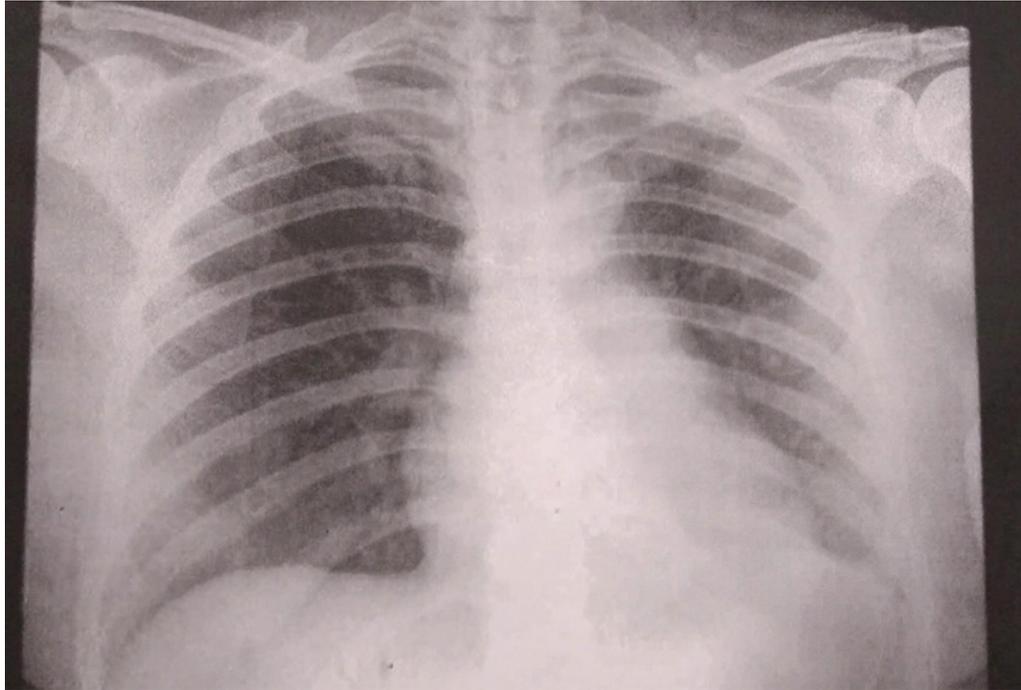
Radiografía de Tórax: Arteria pulmonar prominente, doble contorno inferior izquierdo.
